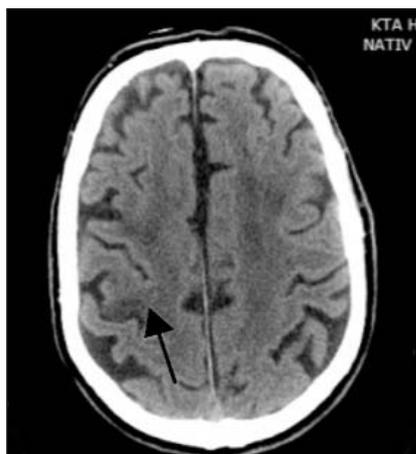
КТ головного мозга: субкортикальный очаг ишемии в правой теменной области (стрелка)
